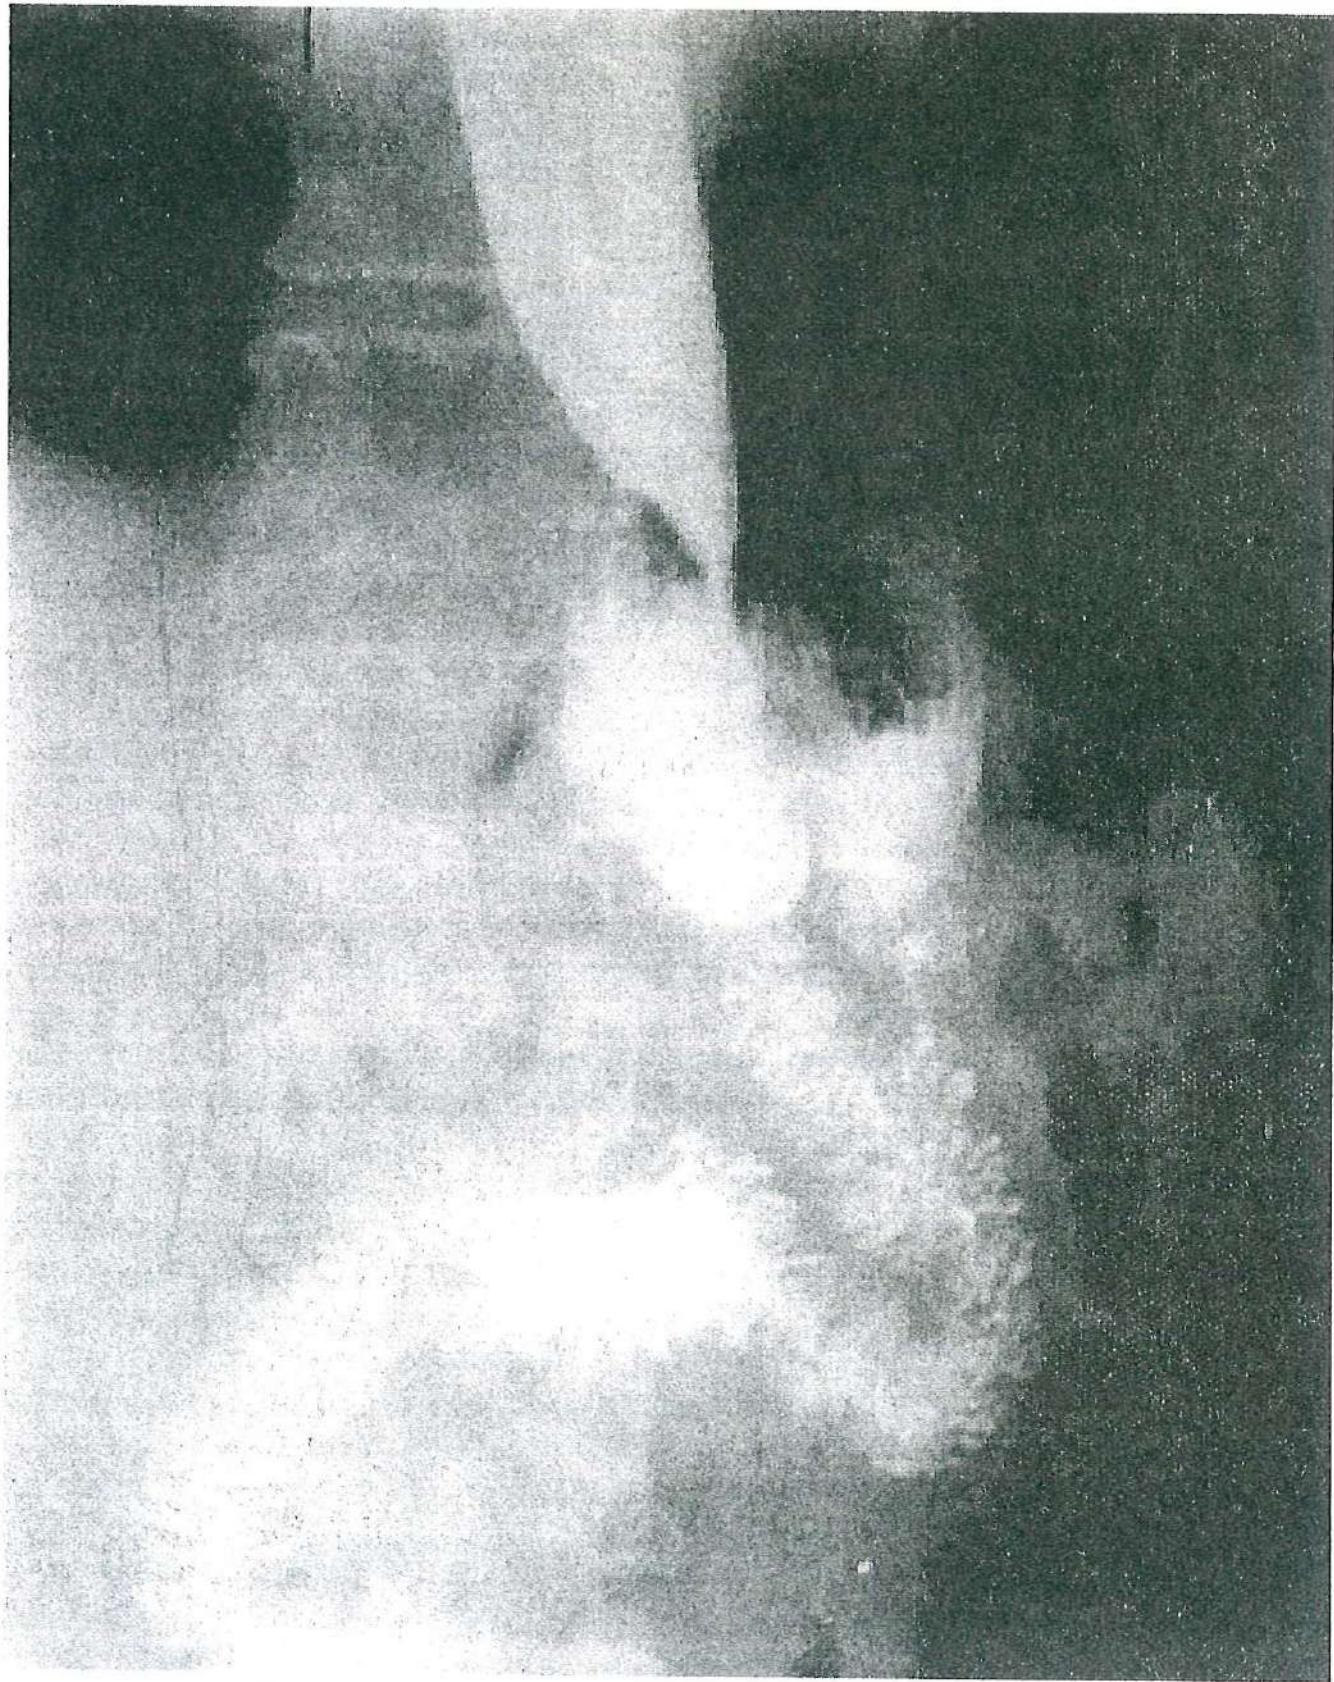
Рентгенологическая картина структуры пищеводно-кишечного анастомоза
